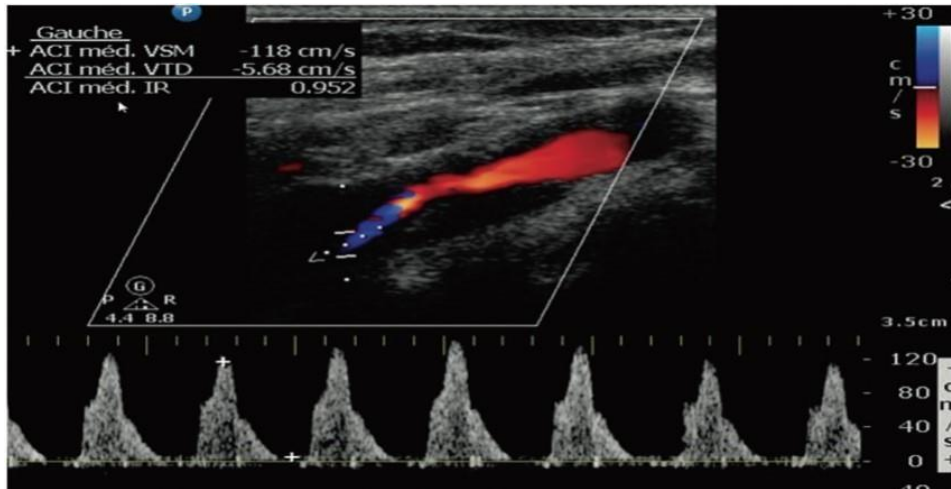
Echo-doppler coupe long des TSA montrant une dissection de la carotide interne : Visualisation d'une importante sténose induite par l'hématome de paroi qui apparaît peu échogène à l'ultrason. A noter la quasi-absence sur le signal Doppler d'une vitesse diastolique témoignant d'une sub-occlusion plus distale [16].
